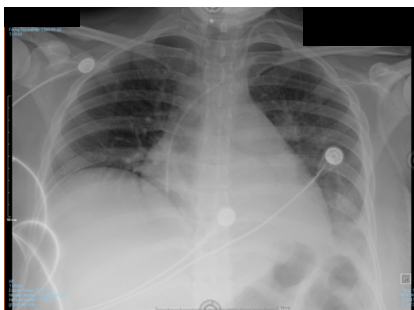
Radiografía de tórax con derrame pleural
